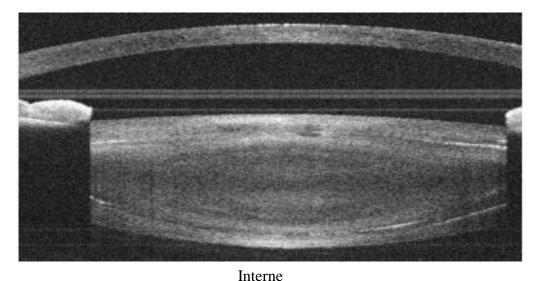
tomographie en cohérence optique du segment antérieur [6]
